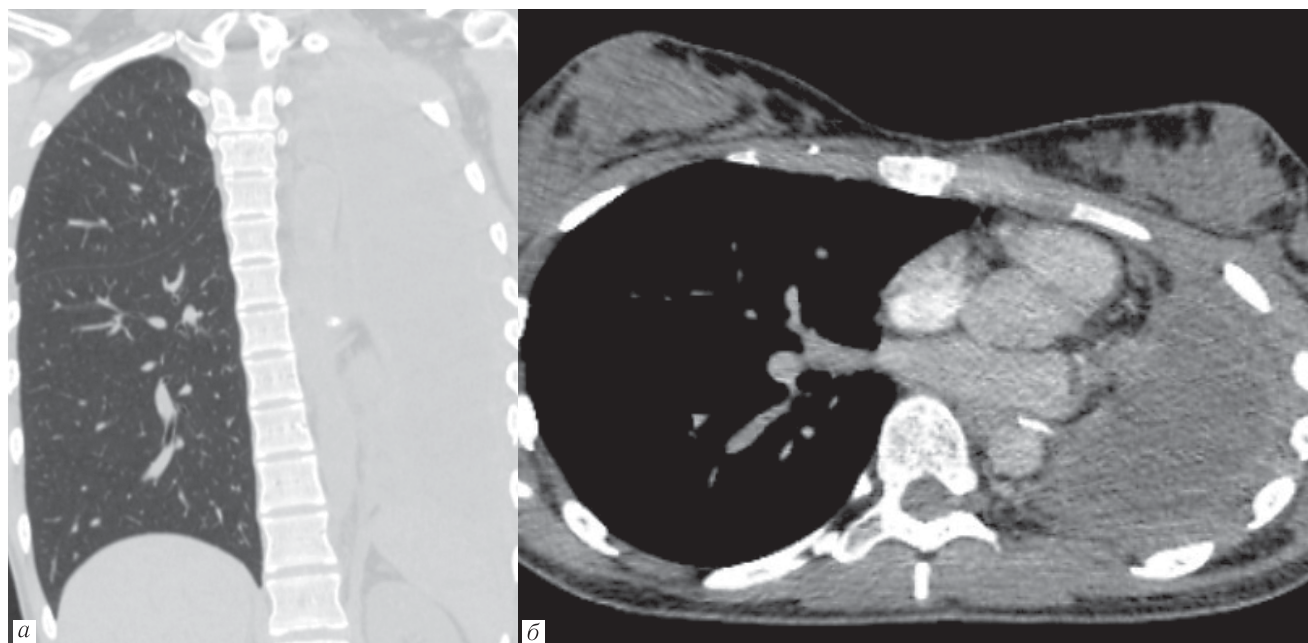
МСКТ грудной клетки через 3 месяца после пневмонэктомии соответствует объему операции, признаков других новообразований в грудной клетке не определяется
